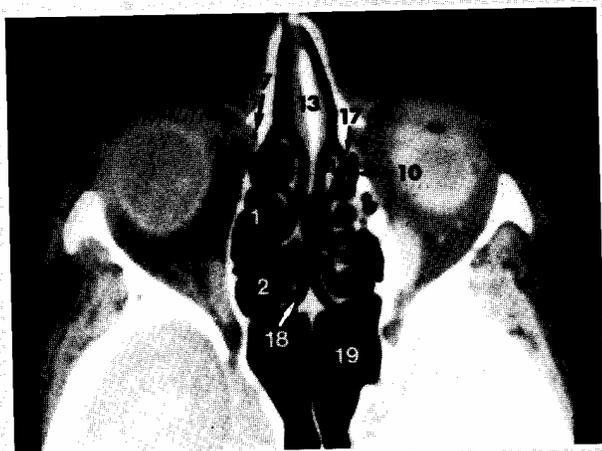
TC no plano axial - unidade ostio meatal, labirinto etmoidal e seios esfenoidais.
